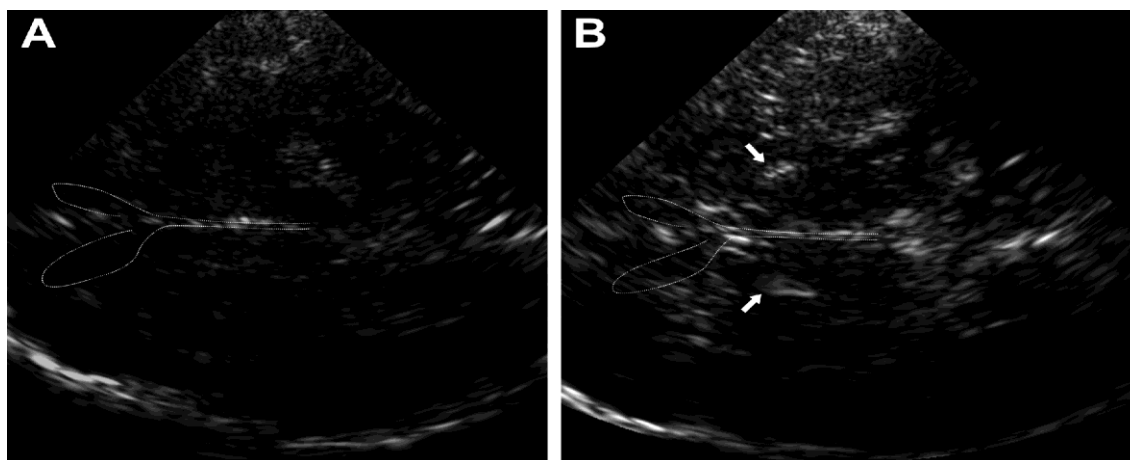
TCS prikaz na nivou TK (nivo insonacije 2).
